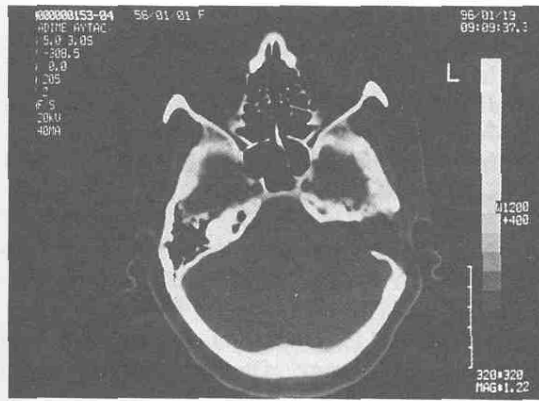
Olgu 12, middle kranial fossa yaklaşımından sonraki post-op MRI görüntüsü.
